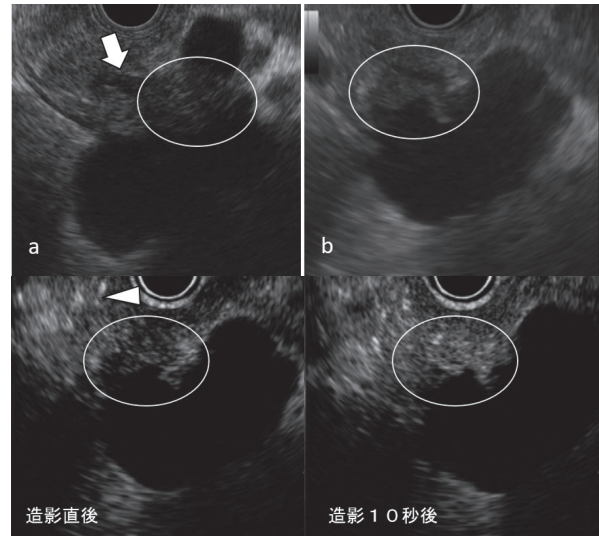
造影EUS所見：膵尾部に43 x 30 mmの多房性嚢胞を認め、膵尾部末端側には、嚢胞に連続する分枝膵管の拡張が疑われた(矢印)。また嚢胞性病変膵実質側には16 x 12 mmの膵実質より低エコーな結節を認めた(黄実線)(a)。造影EUSでは、造影直後に膵実質は濃染され(矢頭)、嚢胞内結節の造影効果は膵実質よりも乏しかったが(造影直後 黄実線)。造影10秒後には嚢胞内結節全体に均一で膵実質と同等の造影効果を認めた(b)。
